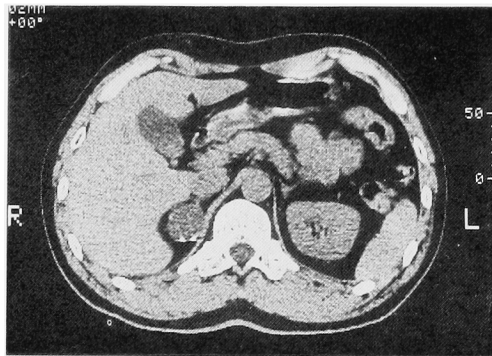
Plain CT scan of the abdomen showing right adrenal cystic mass.
